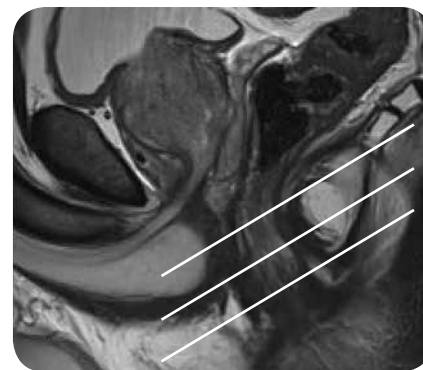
Adquisición por RM de las imágenes axiales oblicuas al eje del canal anal.
